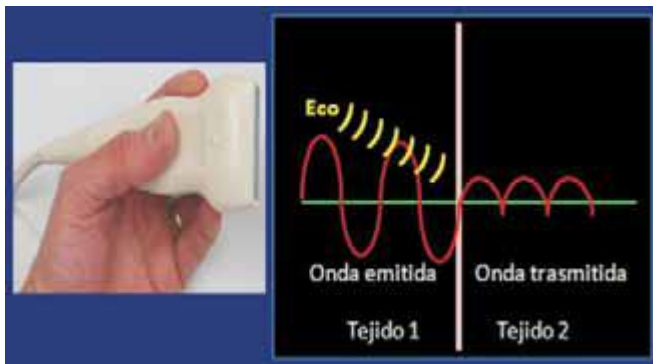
Al entrar en contacto con dos tejidos de diferente impedancia acústica, una parte de la onda acústica emitida por el transductor se refleja como eco, y la otra parte se trasmite por el tejido. [Modificado de: Aldrich J. Basic physics of ultrasound imaging. Crit CareMed 2007; 35 (Supp I): S131-7.]
